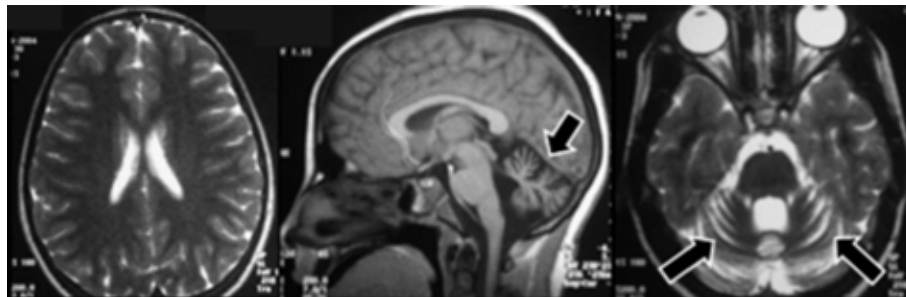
Resonancia magnética cerebral en proyecciones sagital y axial para mostrar la atrofia cerebelosa.
